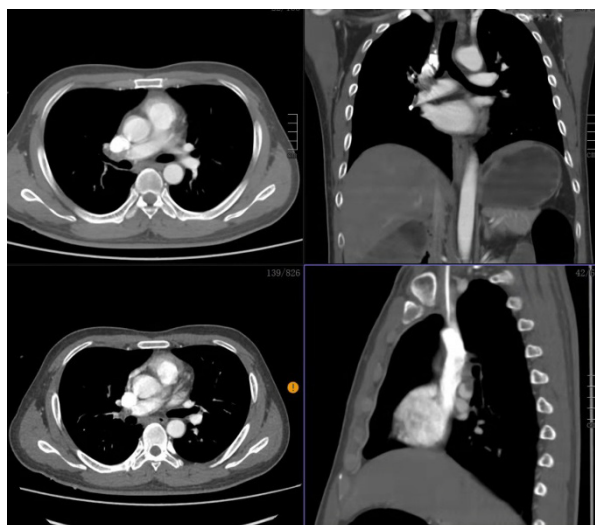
CTA 示右下肺动脉开通, 右上肺动脉仍有充盈缺损
